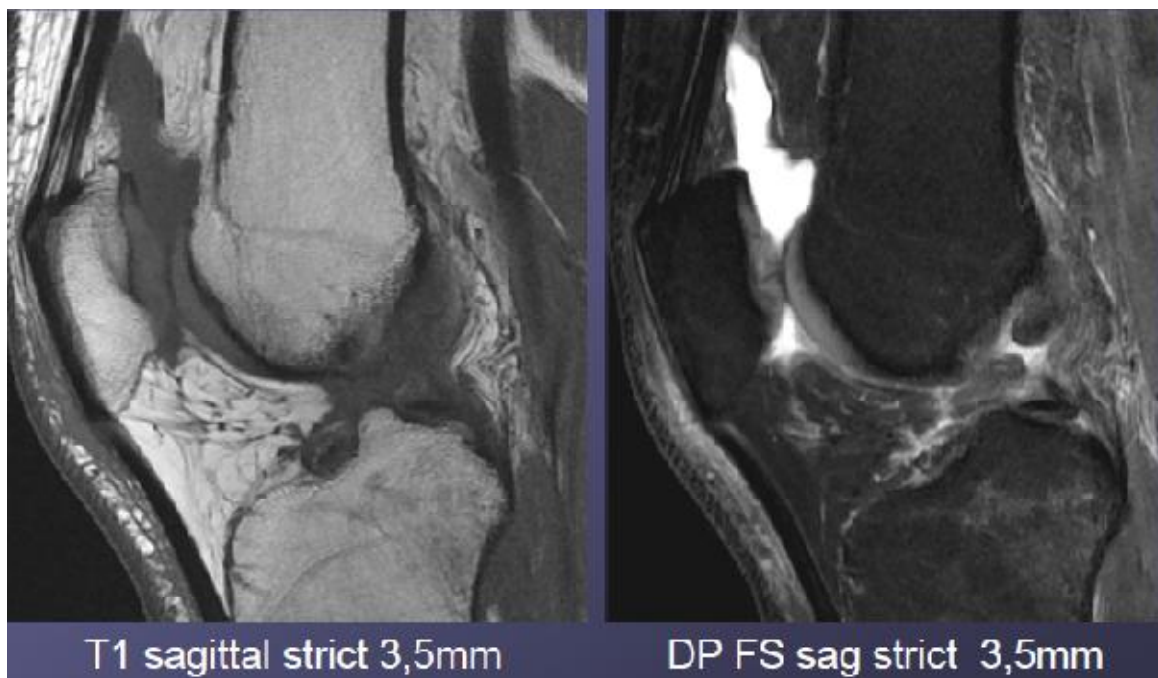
aspect en Diastasis du LCA sur L'IRM [13]
